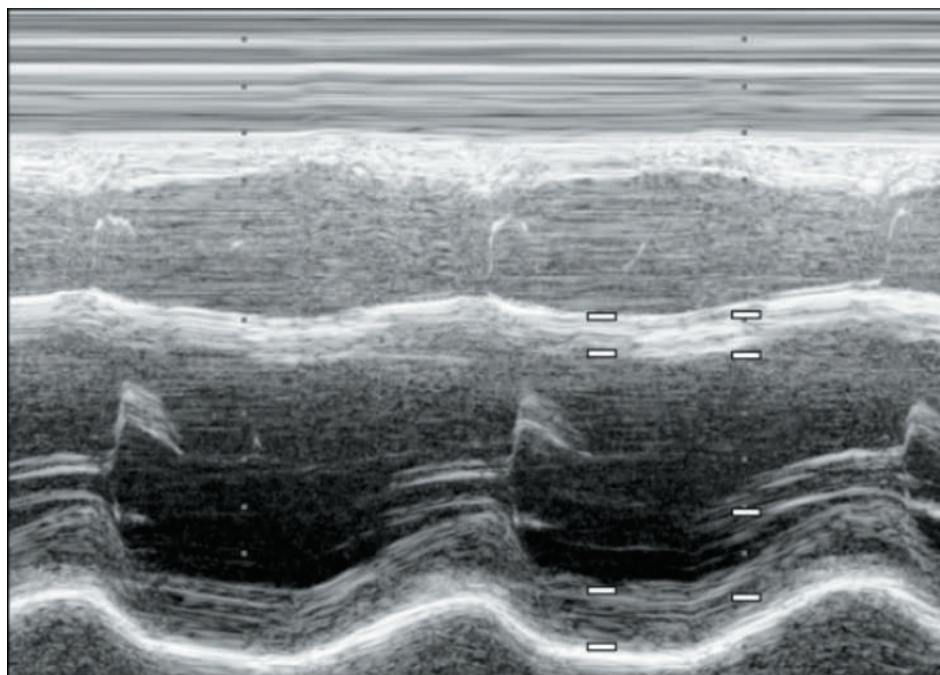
Эхокардиография до начала лечения
